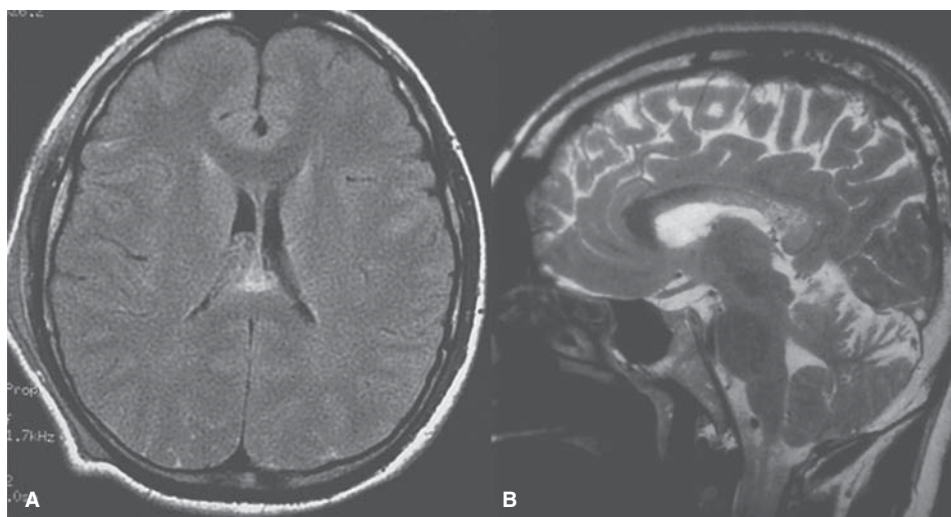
Lesión axonal traumática. A) RM axial FLAIR y RM sagital eco de espín con información T2. Alta señal en el esplenio del cuerpo calloso por lesión traumática.
